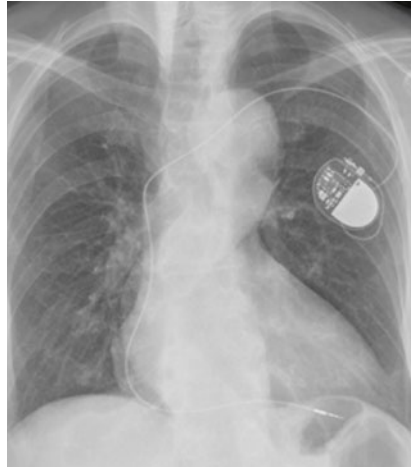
VVI-Schrittmacher (Thoraxröntgenbild).
